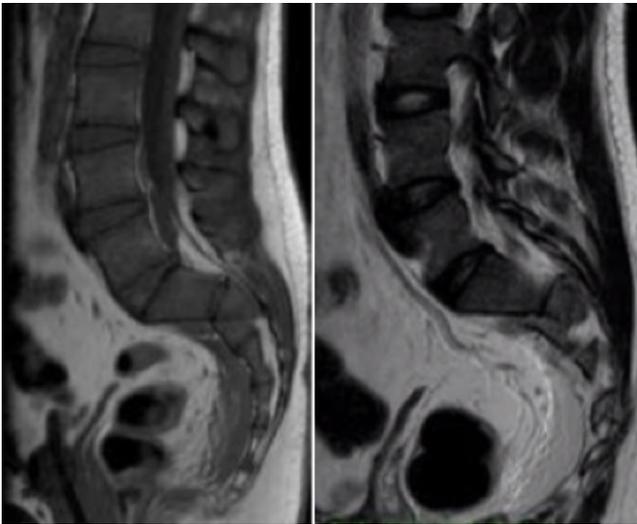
Cortes Sagitales de RMN de columna lumbosacra.
